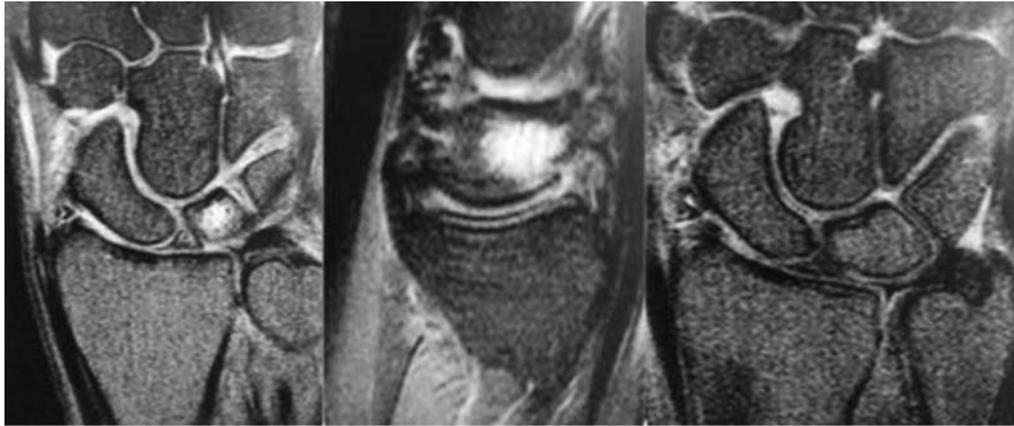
Caso clínico de paciente de sexo femenino de 32 años, extremidad dominante diagnosticada con Enfermedad de Kienböck en estadio 0-I de Lichtman, Bain/Begg 0. Se manejó con yeso ABP por 3 meses. Se observa la RM previa y la final; se puede apreciar el cambio vascular en el semilunar
